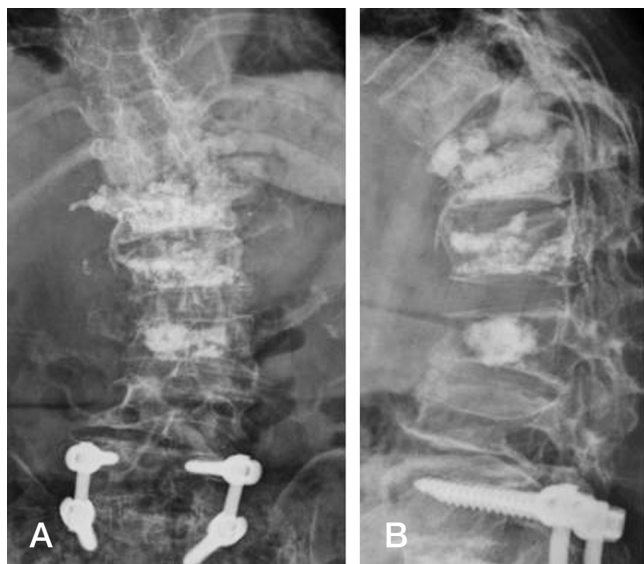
A simple X-ray shows cement-filled vertebral bodies from T12 to L3 (A) and acute kyphosis (B) at thoracolumbar junction due to collapse of the T12 body.
